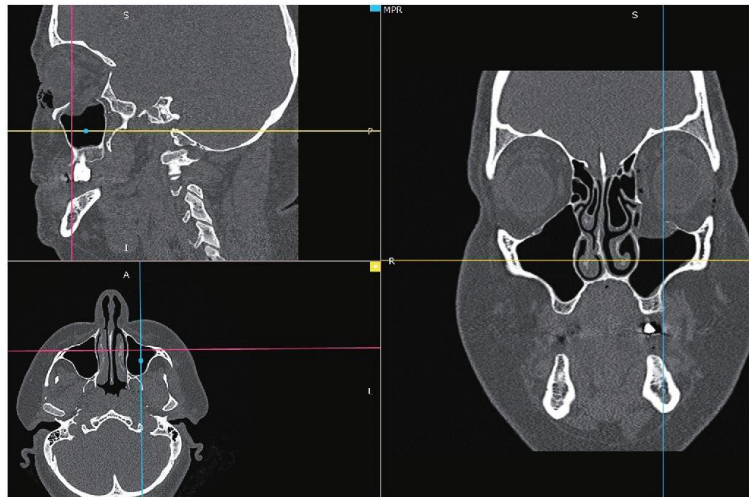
Pre-surgery computed tomography scan showing fracture of the left orbital floor. The lines and dots indicate the relation of the shown slices. MPR, multiplanar reconstruction; A, anterior; P, posterior; R, right; L, left; S, superior; I, inferior.
